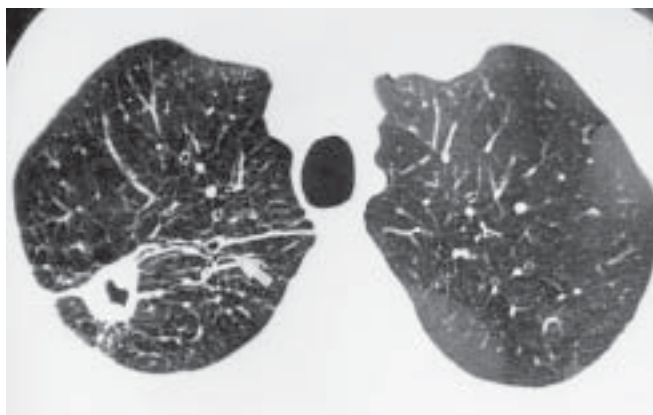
TC de tórax. Micronódulos confluentes formando nódulos maiores no pulmão esquerdo.
